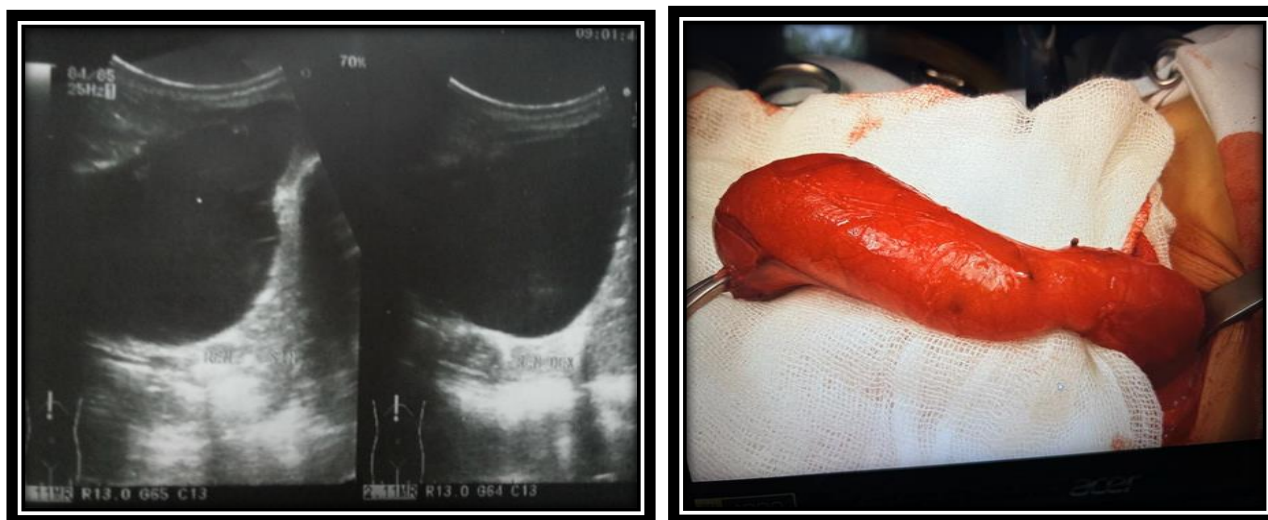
УЗИ почек и ход оперативного вмешательства – уретерогидронефроз III стадии
